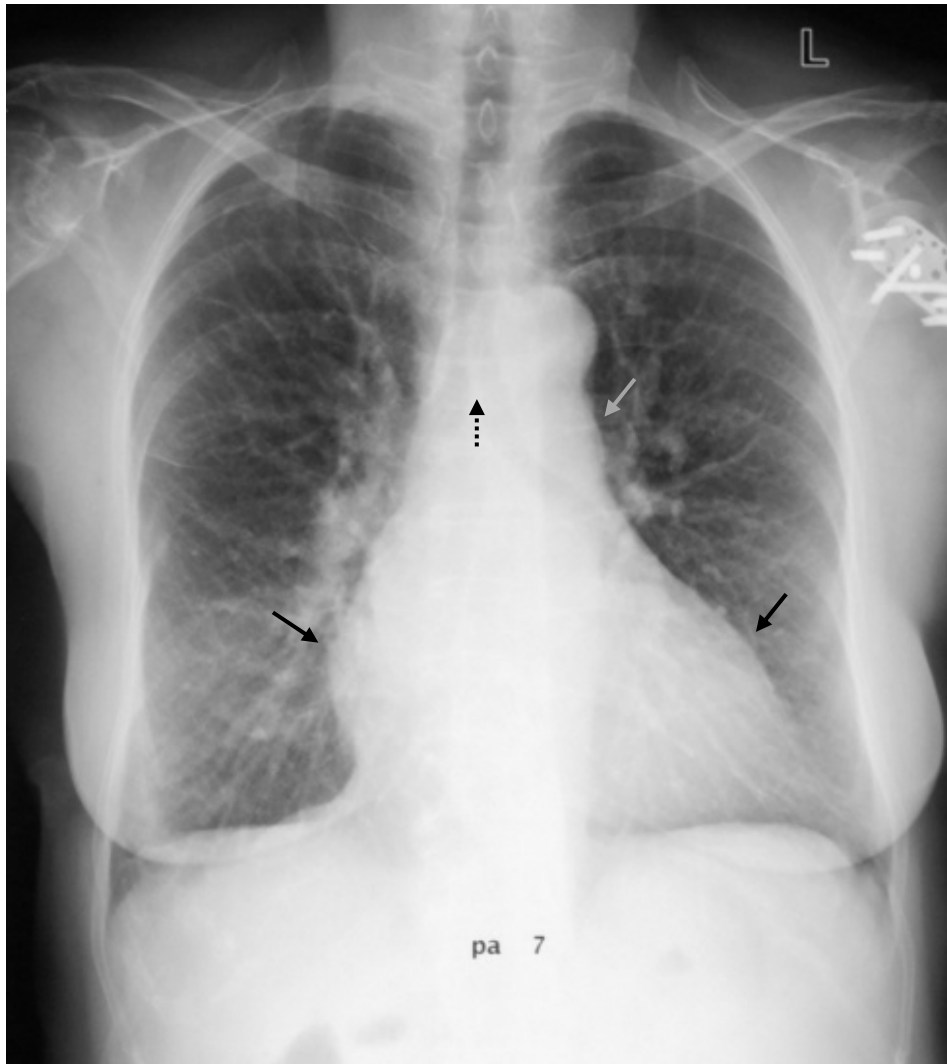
Röntgen Thorax eines Patienten mit portopulmonaler Hypertonie. Auffällig ist die Aufspreizung der Trachealbifurkation (---▶) sowie der breite Herzschatten als Zeichen des vergrößerten rechten Vorhofes (→) und Ventrikels (→).
